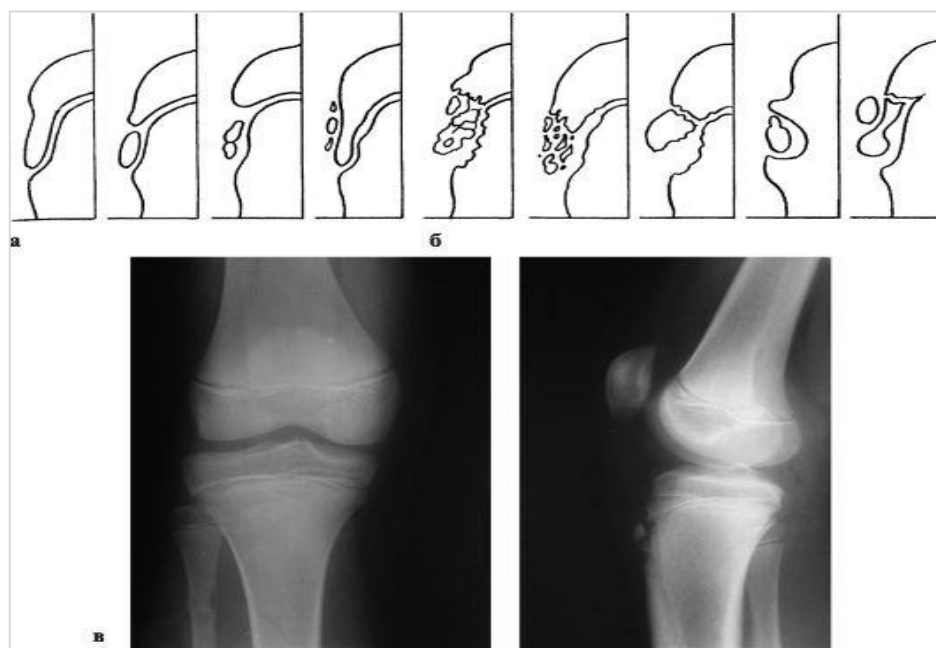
Болезнь Осгуда – Шлаттера: а) варианты нормы; б) варианты патологического состояния; в) типичная рентгенологическая картина.
